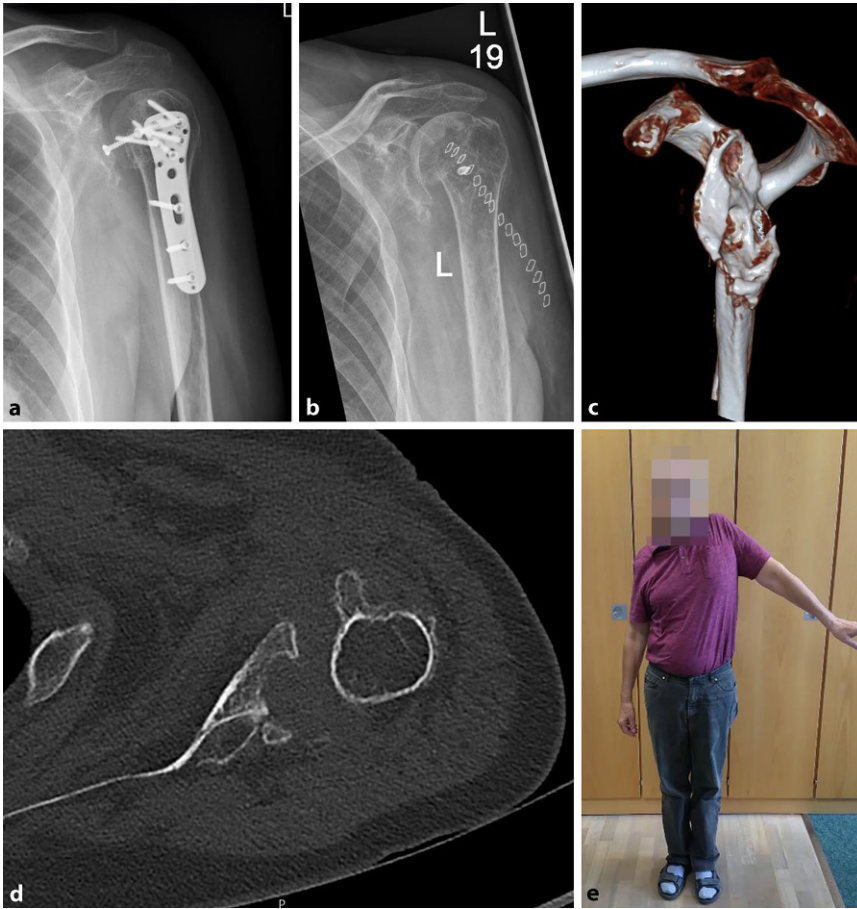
▲ a Patient 2: Röntgenbild eines 60-jährigen Patienten, 1 Jahr nach Plattenosteosynthese einer Humeruskopffraktur. Penetration des Osteosynthesematerials ins Glenoid. b Röntgenbild nach umgehender Materialentfernung. Hier klare Entscheidung zum zweizeitigen Vorgehen, da die aggressive fortschreitende Zerstörung des Glenoids durch das Metall bis zur Operation die Passgenauigkeit des Implantats herabsetzen kann. c, d Die Computertomographie (3-D-Rekonstruktion, axiale Rekonstruktion) zeigt das Ausmaß des Knochendefekts, betrifft bis auf einen kleinen Bereich ventral den größten Teil der Gelenkfläche, von dorsal nach medial reichend. DICOM-Daten sind im Supplementary Material hinterlegt. e Klinischer Befund (Abduktion) präoperativ
